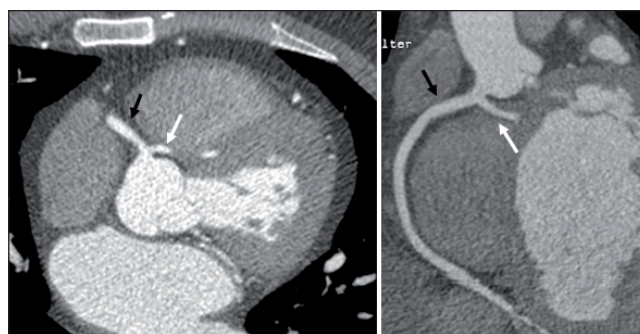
Coronary computed tomography: Axial and coronary tomographic images of an ectopic connection of the left coronary artery (white arrow) in the anterolateral sinus, close to the birth of the right coronary artery (black arrow).
